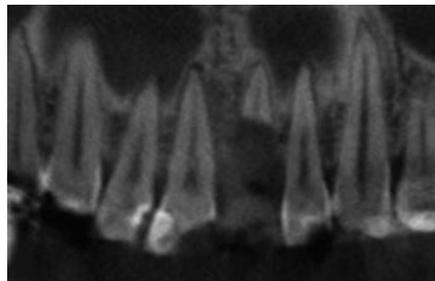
術前の CT パノラミック像。11 の残根が認められる。
